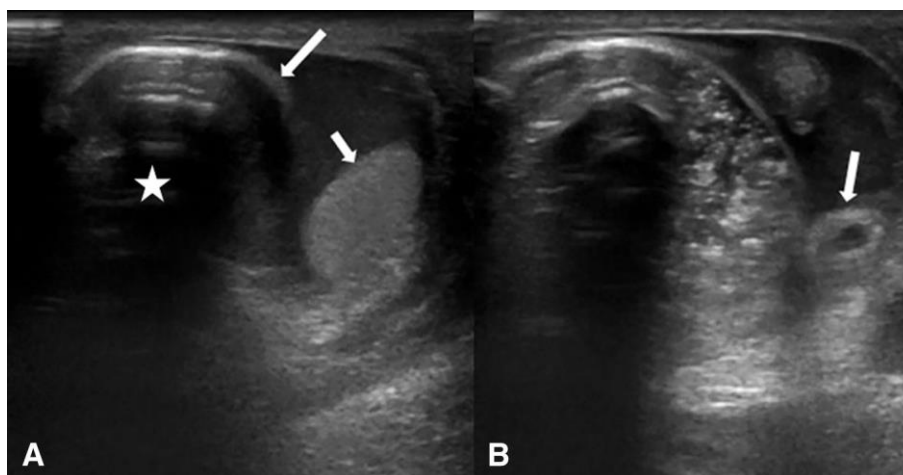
A ultrassonografia revelou apêndice inflamado no saco herniário inguinal (setas finas), terminando com extremidade cega (seta curva) no saco herniário. Fonte: Guler et al, 2016.
